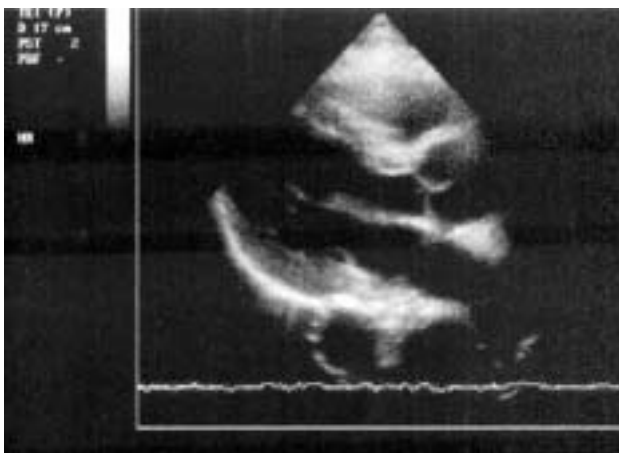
УЗИ сердца больного М. после купирования криза отторжения.
